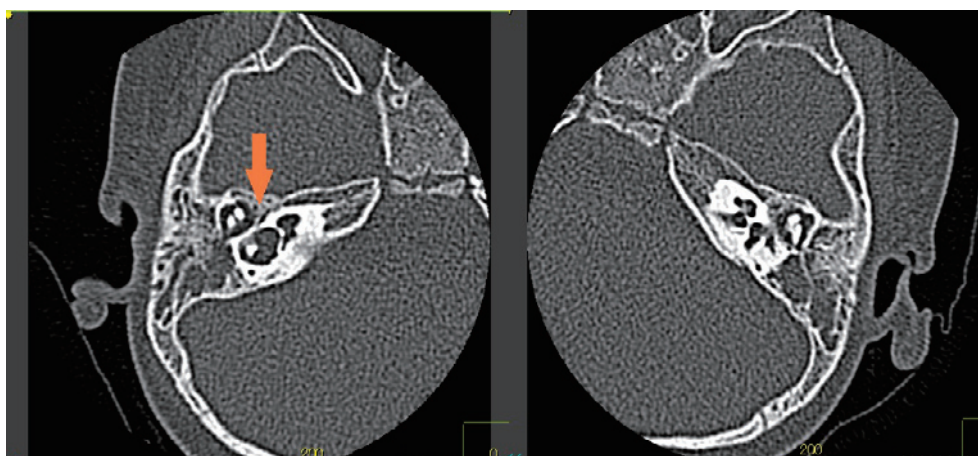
細菌性髄膜炎（2回目発症時）の側頭骨CT所見
